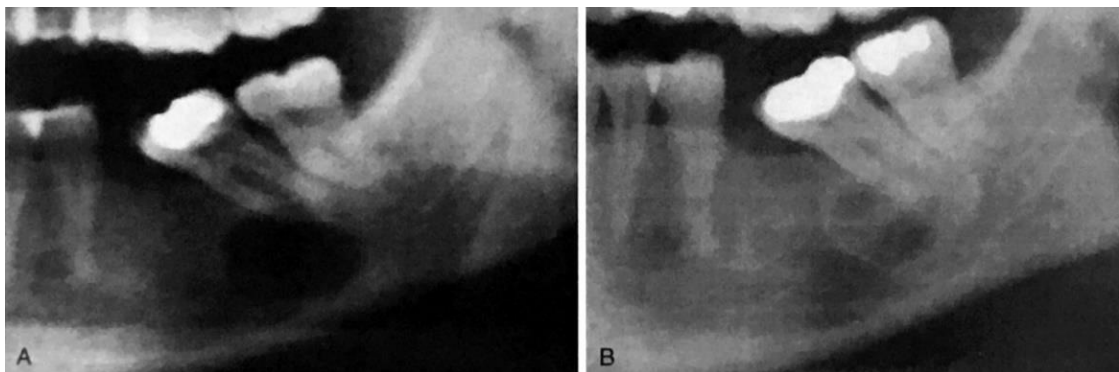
Displasia cemento-óssea focal. A - Uma área radiolúcida envolve a área edêntula do primeiro molar e área apical do segundo molar. B - Radiografia do mesmo paciente, nove anos após, mostrando um padrão misto radiolúcido/radiopaco.
